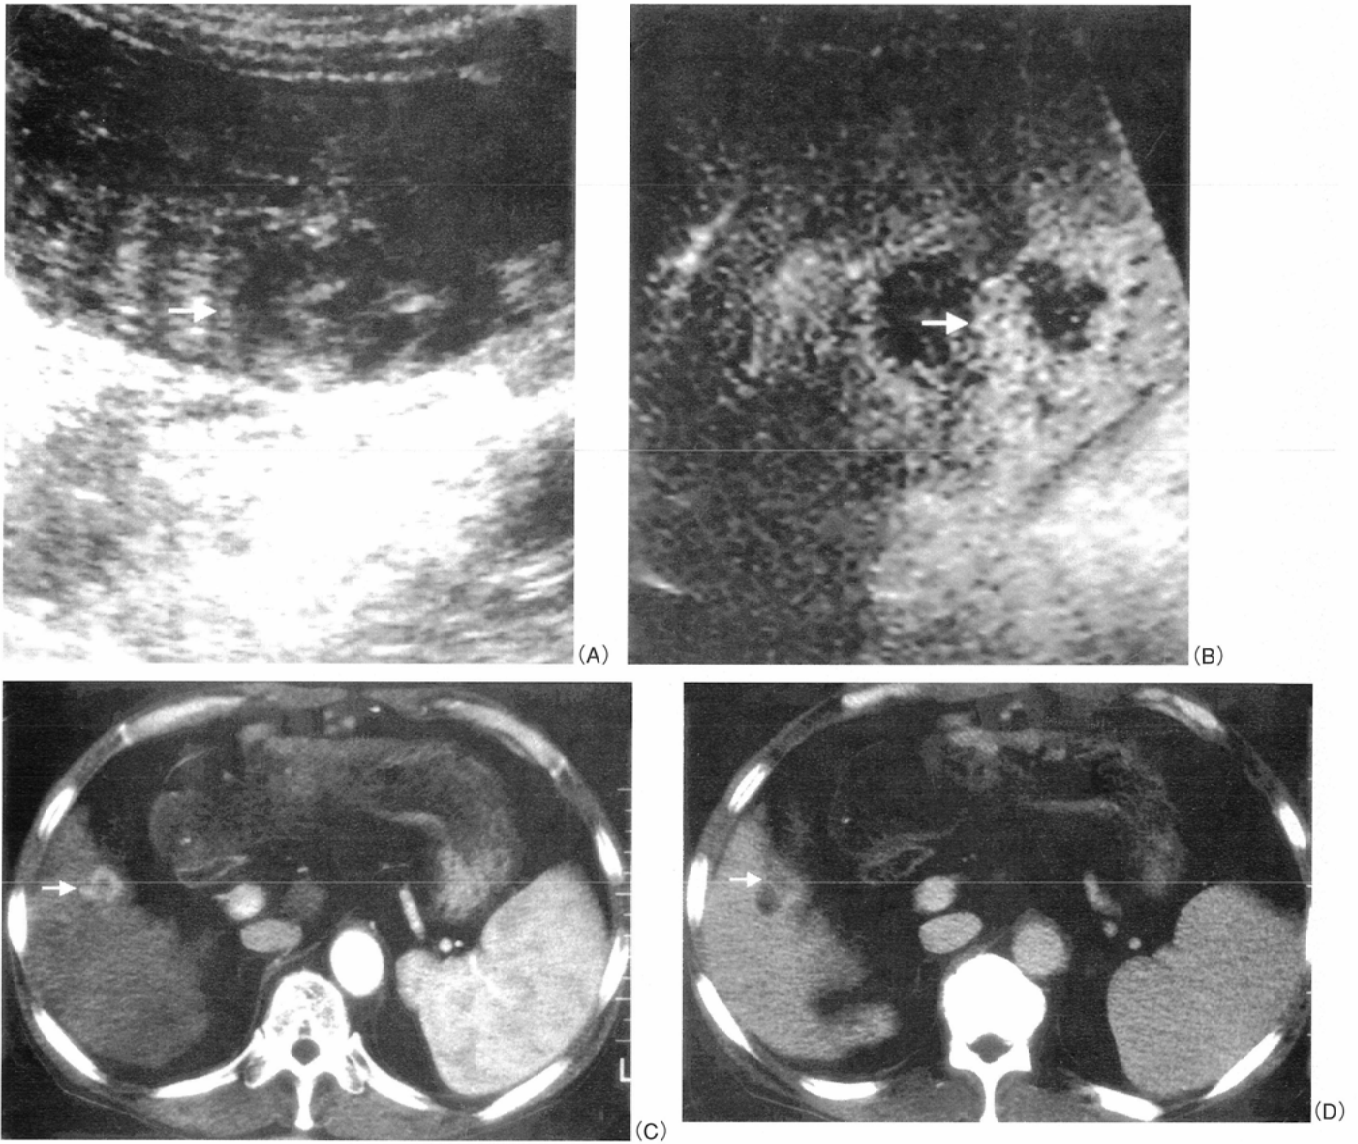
A 56-year-old man with HCC after PEIT. On gray-scale ultrasonography, a low echogenic lesion is seen in segment 5 (A) (white arrow). We performed PEIT for this lesion three times (total 5 ml). Three days after PEIT, on enhanced ultrasonography (Coded Harmonic Angio) 40 seconds after administration of Levovist (B), a ring perfusion area (residual tumor) is seen surrounding an area of non-perfusion (white arrow), similar to the findings of dynamic CT (C, D). We diagnosed this enhanced washed-out area as a residual lesion. Therefore, we performed additional PEIT.
